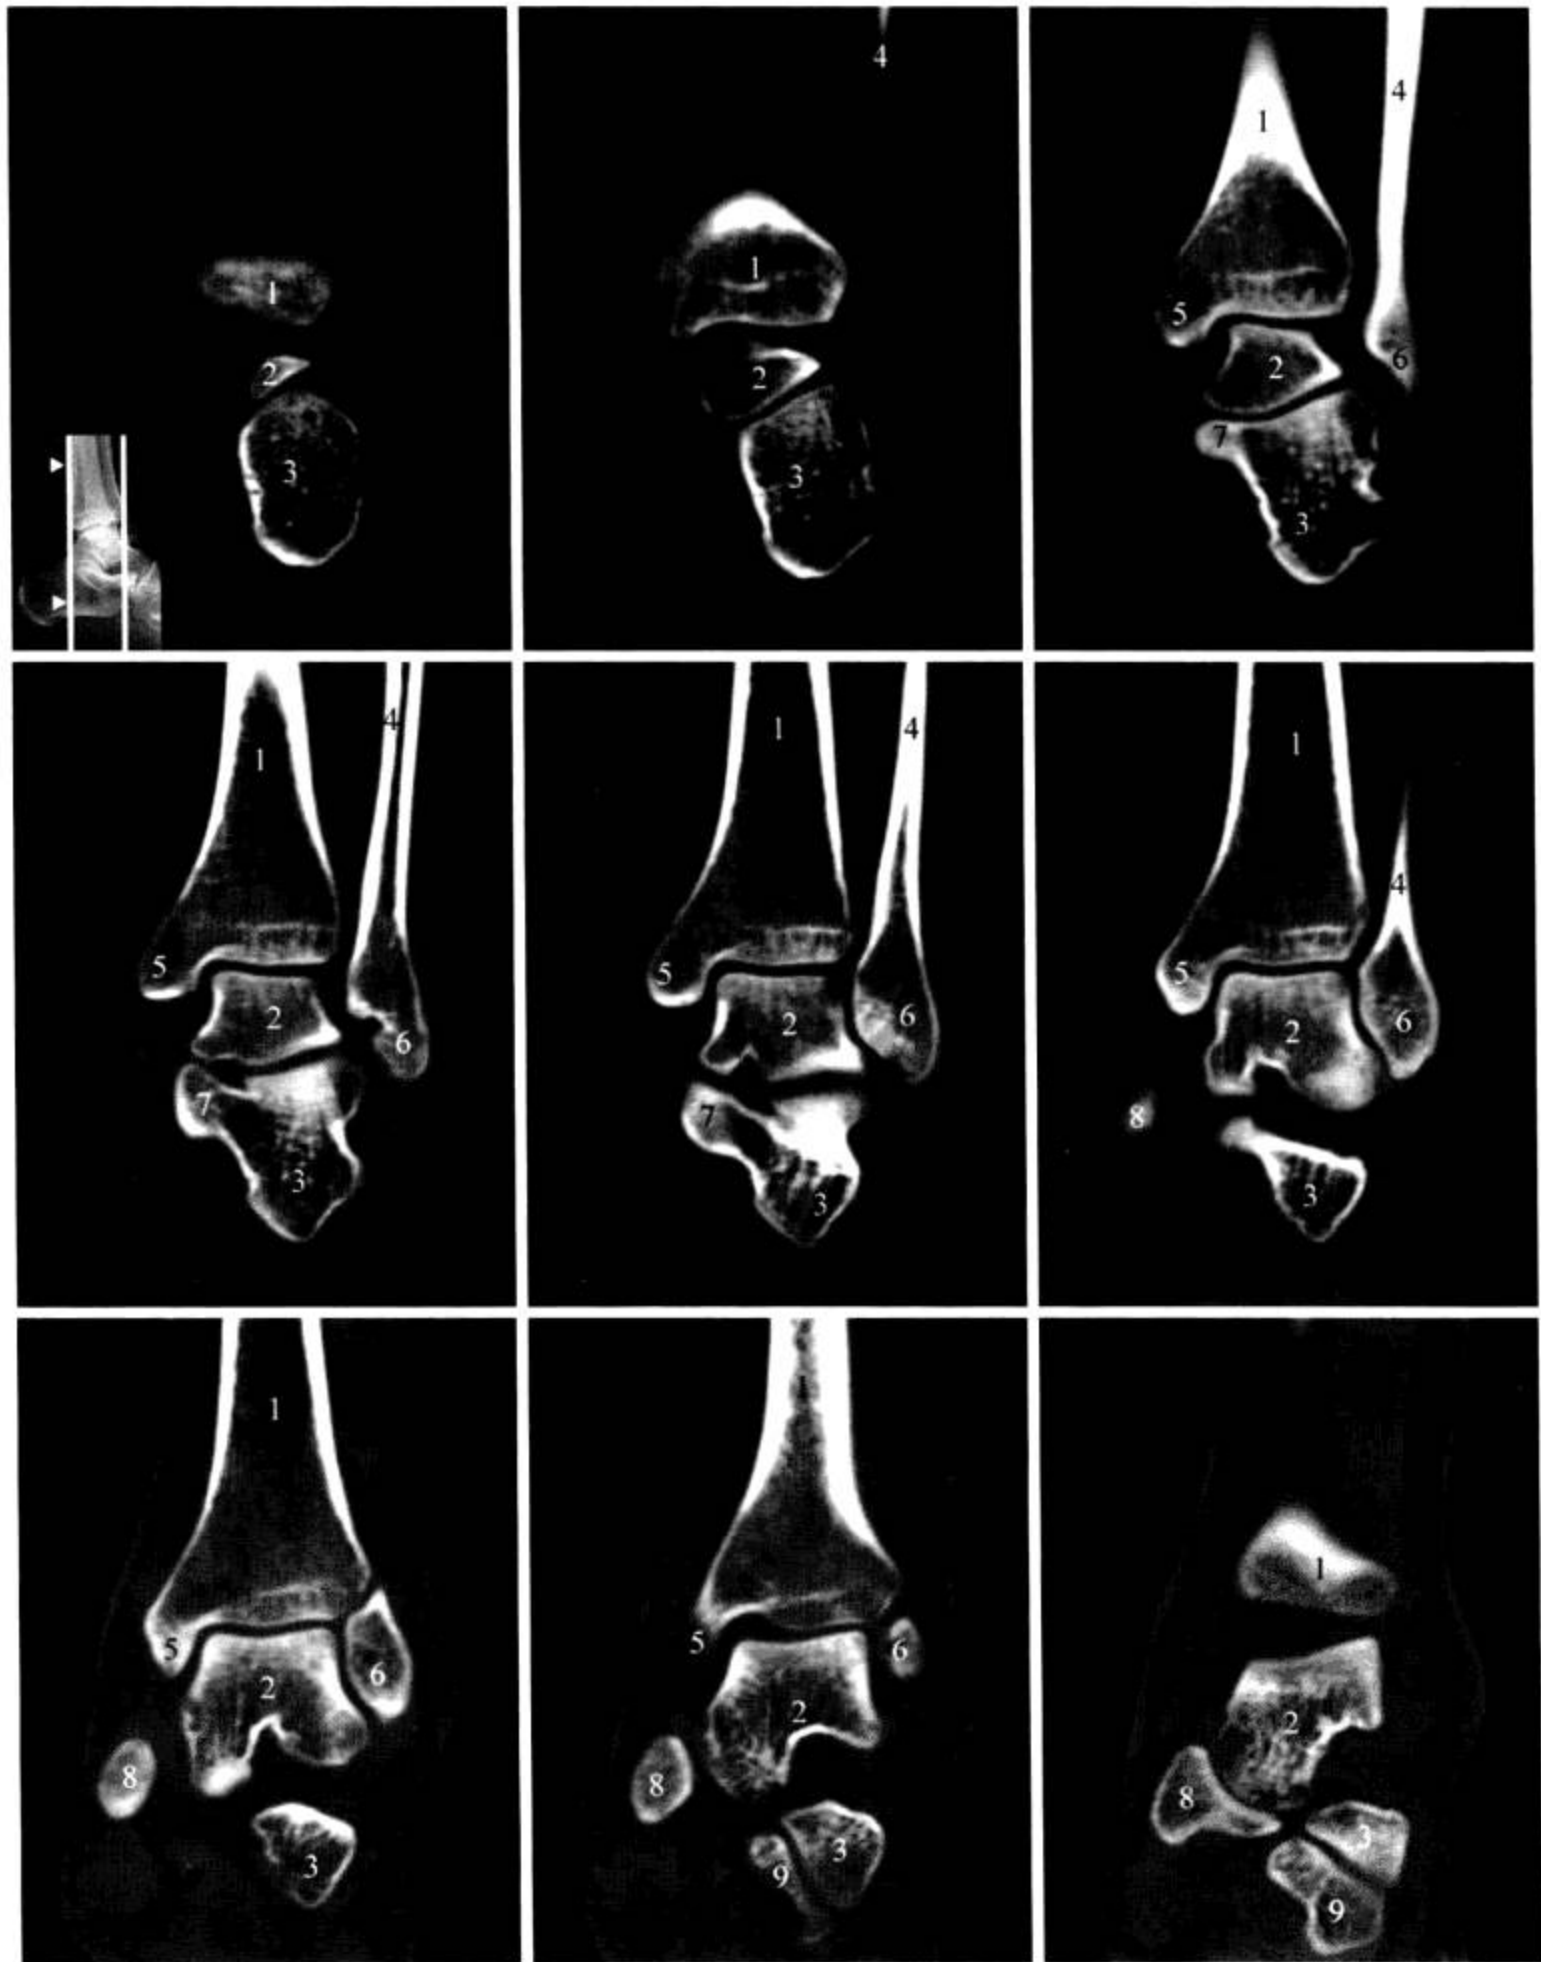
踝关节 CT 冠状面 MPR 重建
